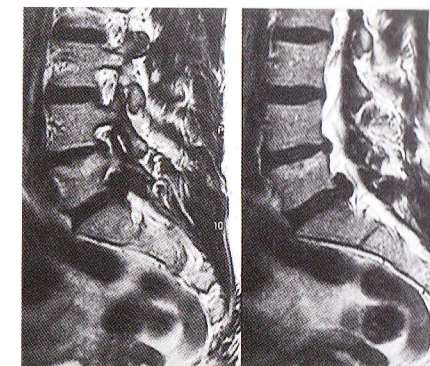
IRM. Hernie extraforaminale.
